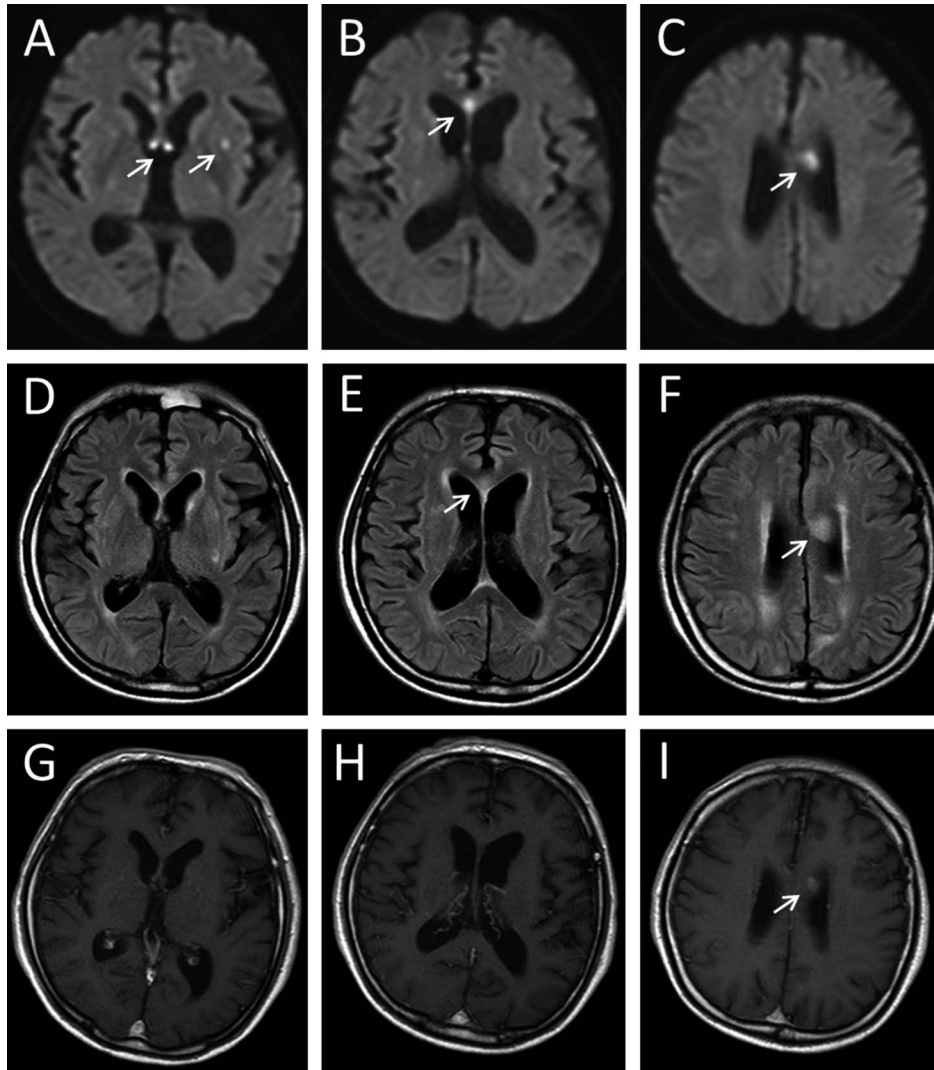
Brain magnetic resonance imaging (MRI) on admission.
